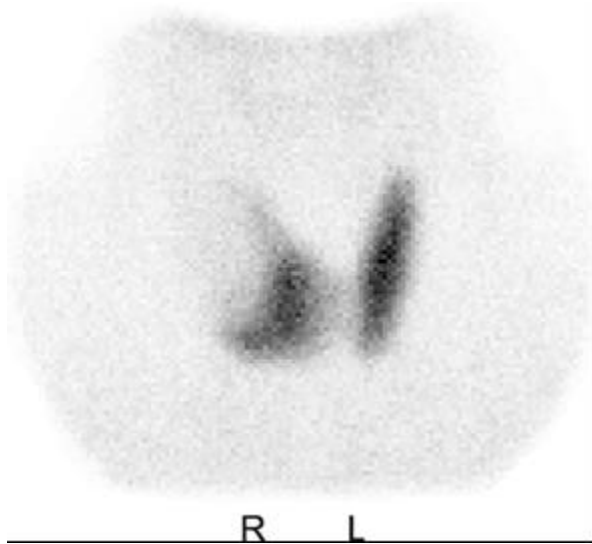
image scintigraphique d'un nodule froid lobaire droit (médian et polaire supérieur).
